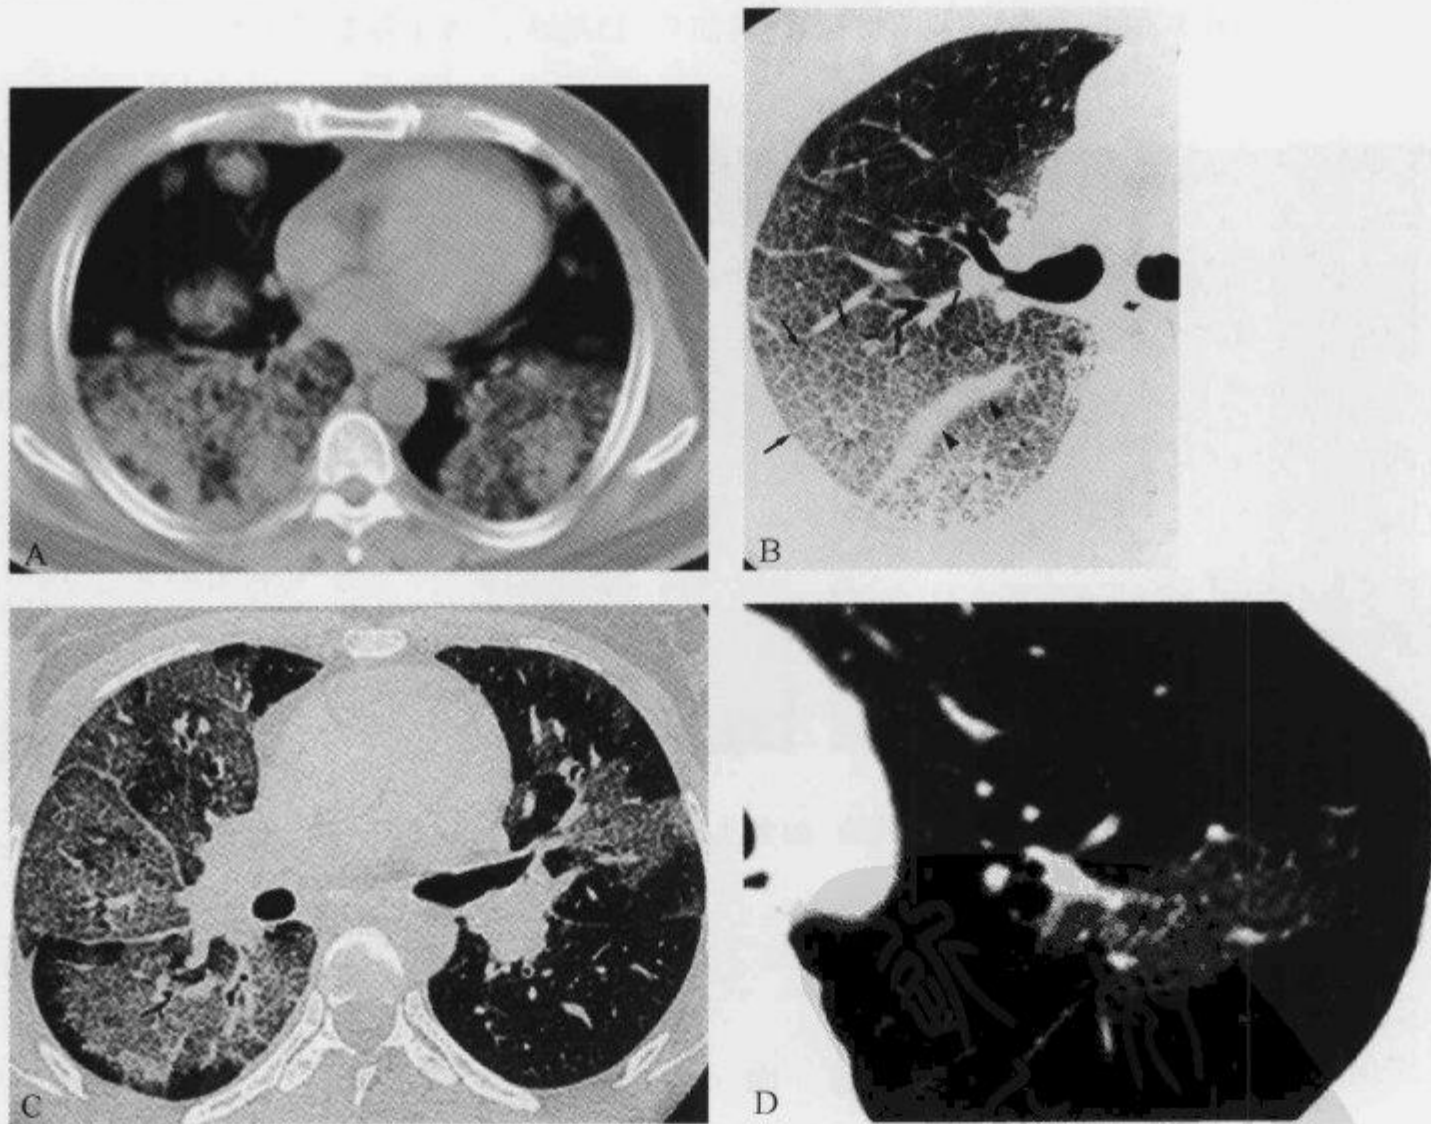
肺部 HRCT 示“碎石路征”
